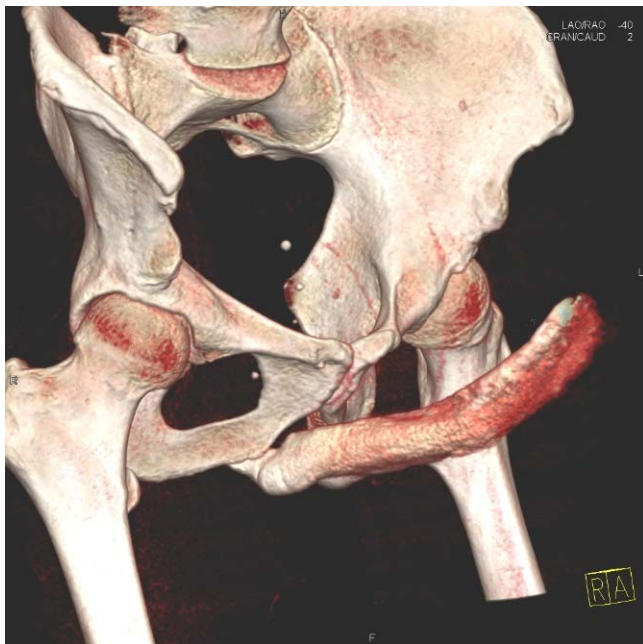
image TDM d'un patient de 48 ans. DE secondaire suspect d'IMCV après un traumatisme direct sur le pénis . Aucune fuite. Typique du groupe A. EHS = 4
